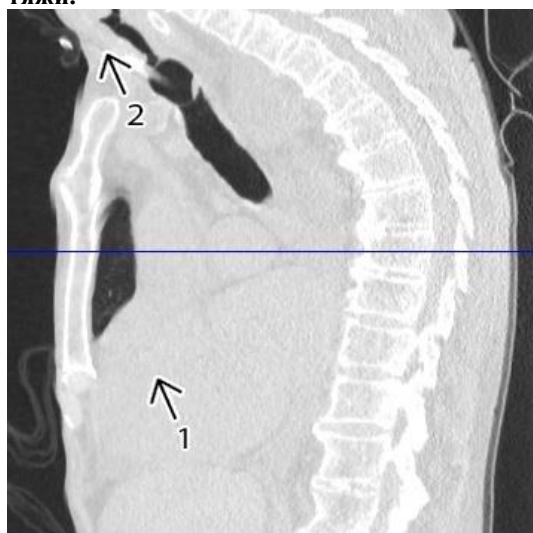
Компьютерная томограмма органов
